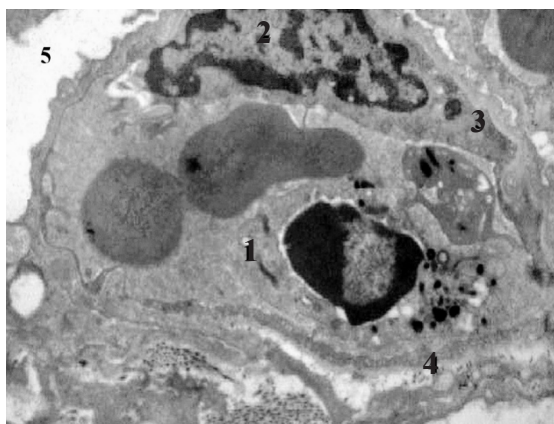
Субмикроскопические изменения состояния кровеносного гемокапилляра семенника животного спустя 14 дней после экспериментальной реперфузии семенного канатика. Ув. $\times 7000$: 1 - просвет гемокапилляра с форменными элементами крови; 2 - ядро эндотелиоцита; 3 - цитоплазма эндотелиоцита; 4 - неравномерная базальная мембрана; 5 - периваскулярное пространство
